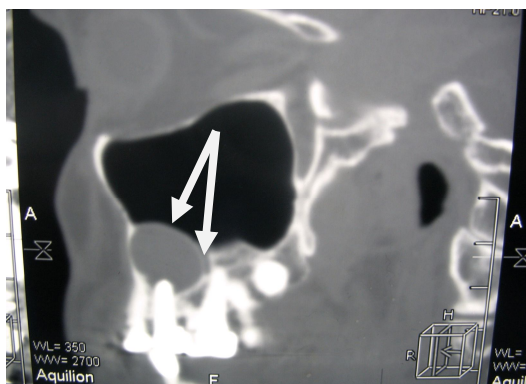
реформат костей лицевого черепа МСКТ в косой проекции до лазероцистэктомии
